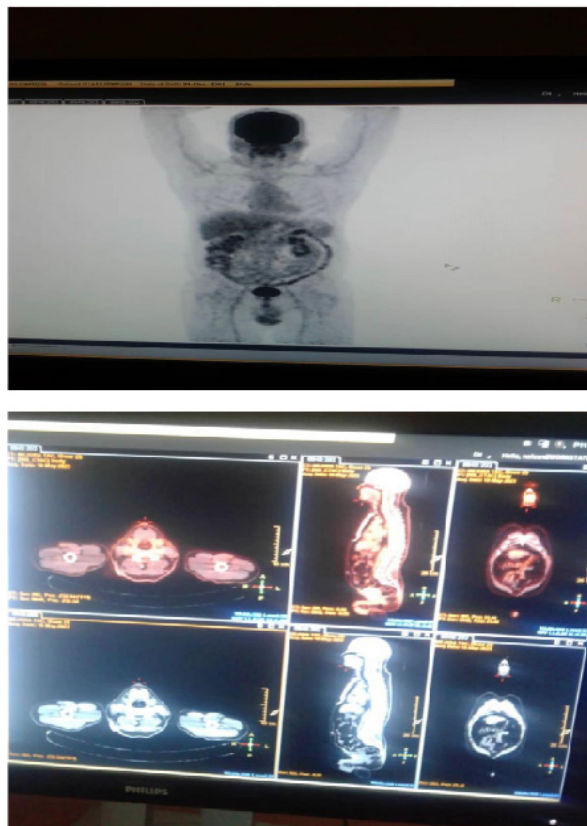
Imágenes de estudio PET/CT
